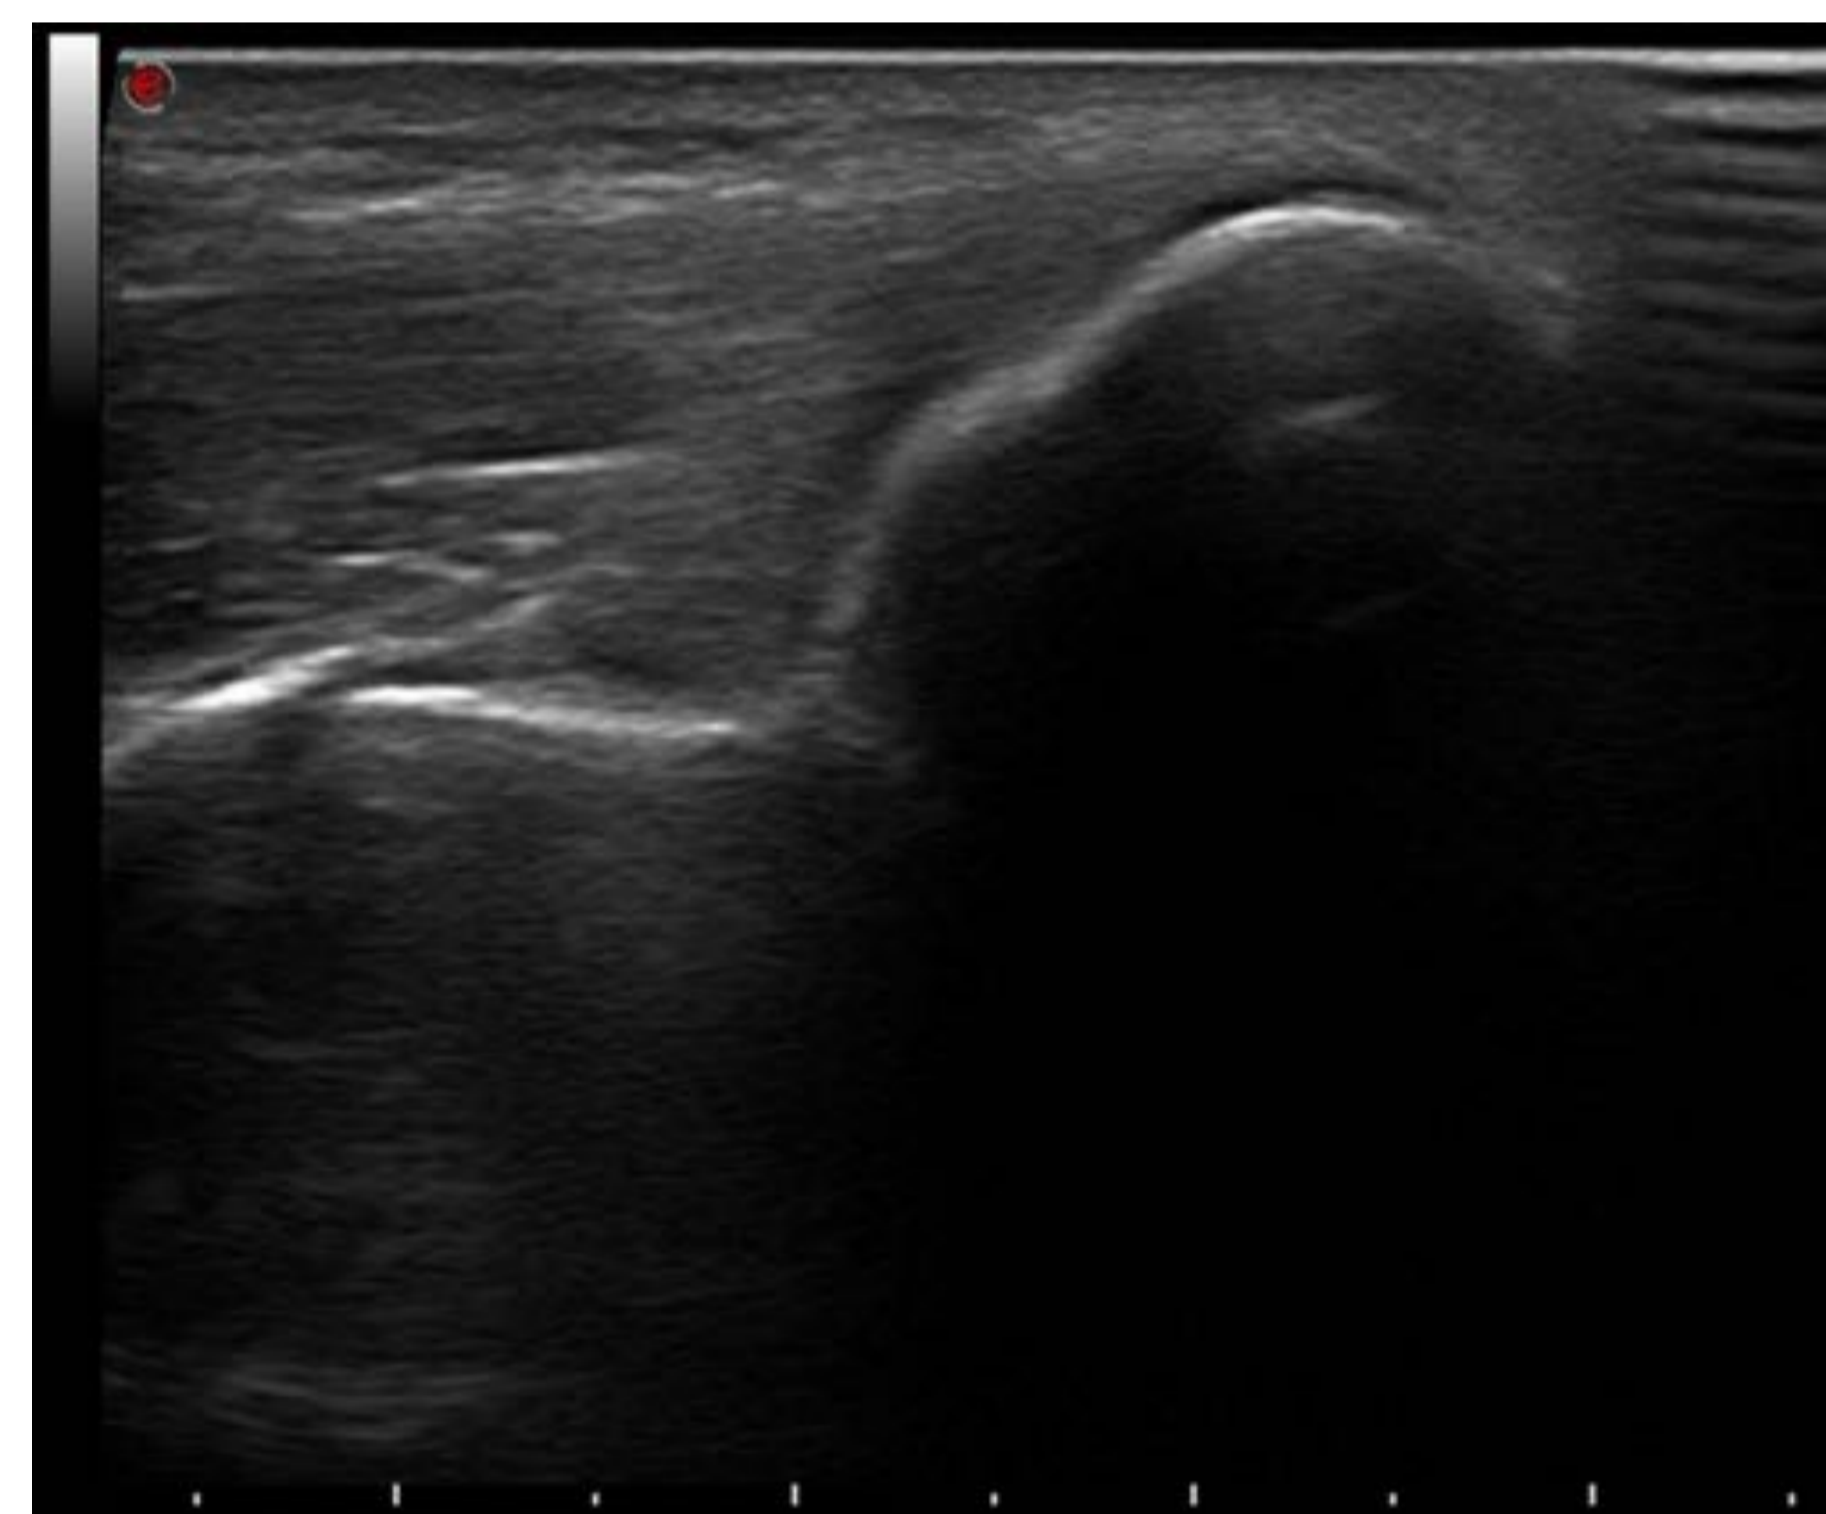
Corte sagital por ecografía del compartimento lateral del codo, se visualiza el tendón común flexor.
